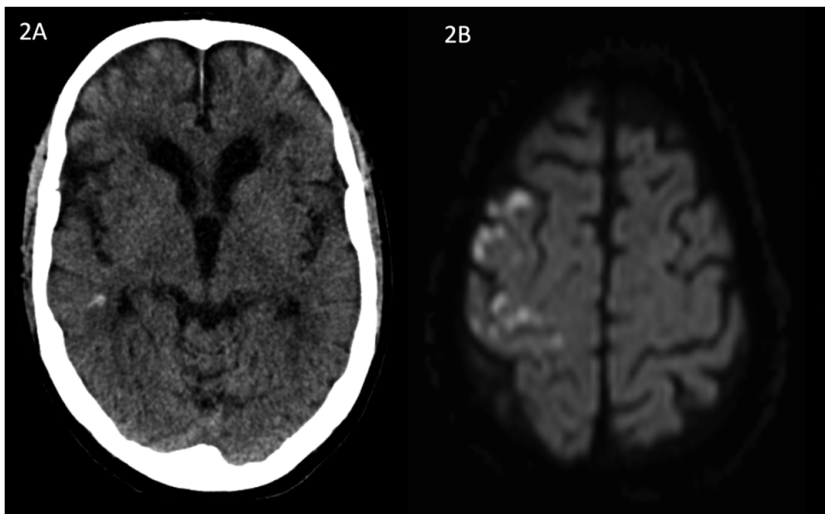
2A: CT de cerebro sin contraste con pequeño foco de hemorragia temporal derecha. 2B: RM de cerebro que muestra infartos de zona limítrofe.
